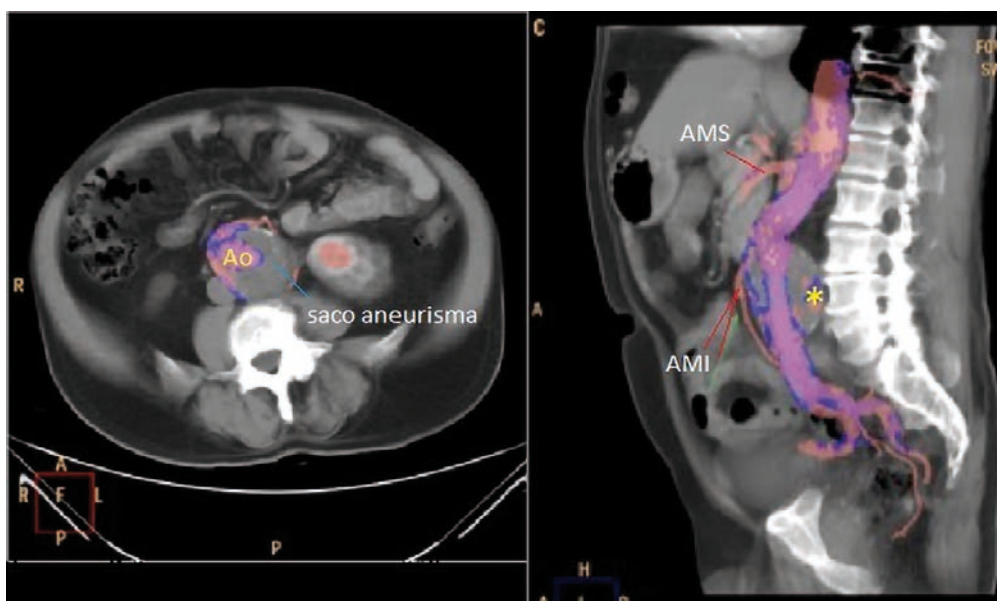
Imágenes de TC en corte axial y sagital obtenidas en fase arterial tras administración de contraste endovenoso. Se objetiva una EFT2 que implica a la arteria mesentérica inferior produciendo presurización sobre el saco aneurismático (*). Ao: aorta. AMS: arteria mesentérica superior. AMI: arteria mesentérica inferior.
